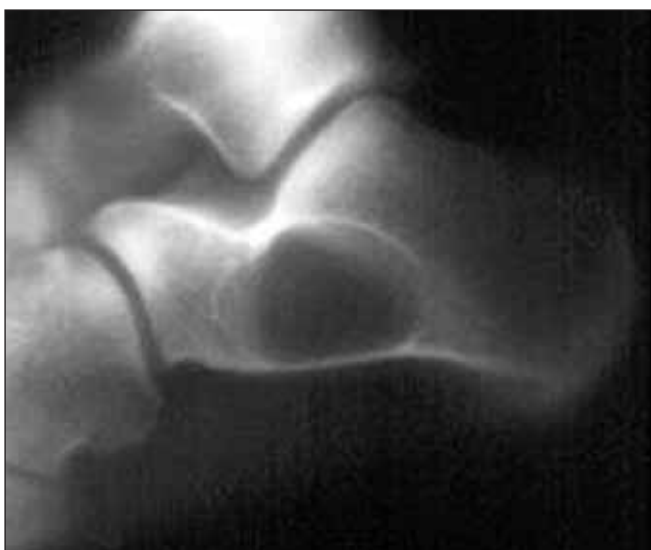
Immagine radiografica del calcagno.
